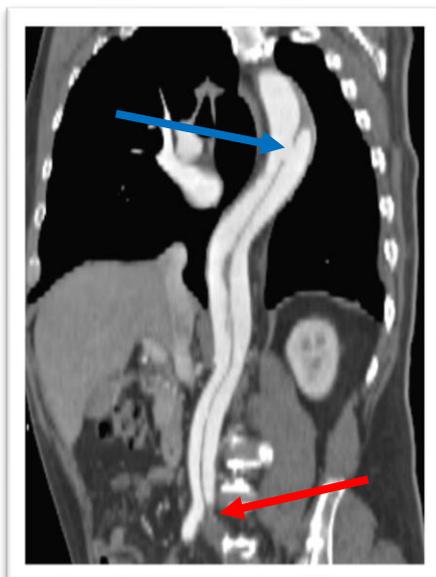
МСКТ пациента А. до инвазивного лечения.
